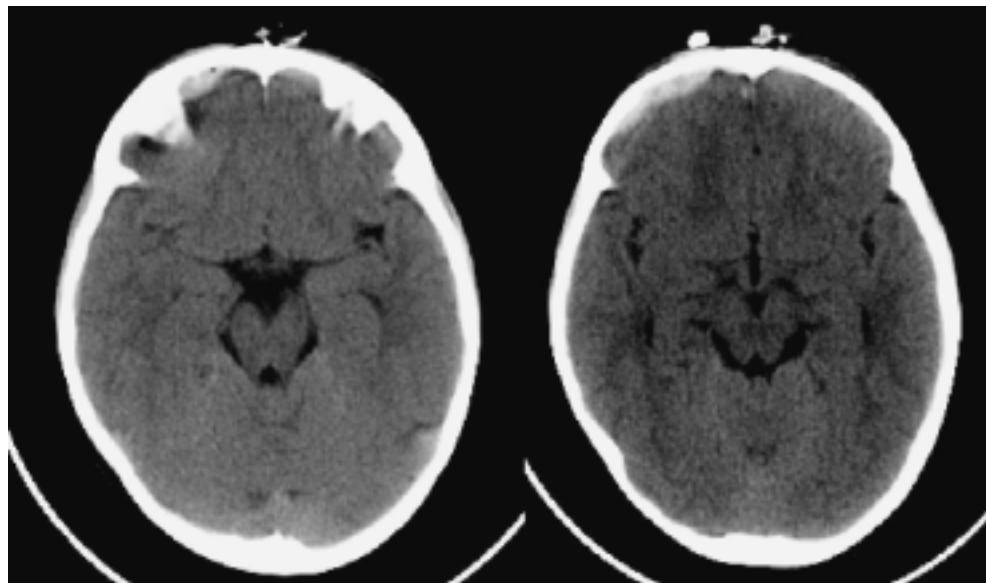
Paciente de tres años de edad que acude tras participar en accidente automovilístico. Glasgow: 14. La TC muestra traumatismo craneoencefálico leve con lesión axonal difusa tipo II y hematoma epidural frontal derecho.
